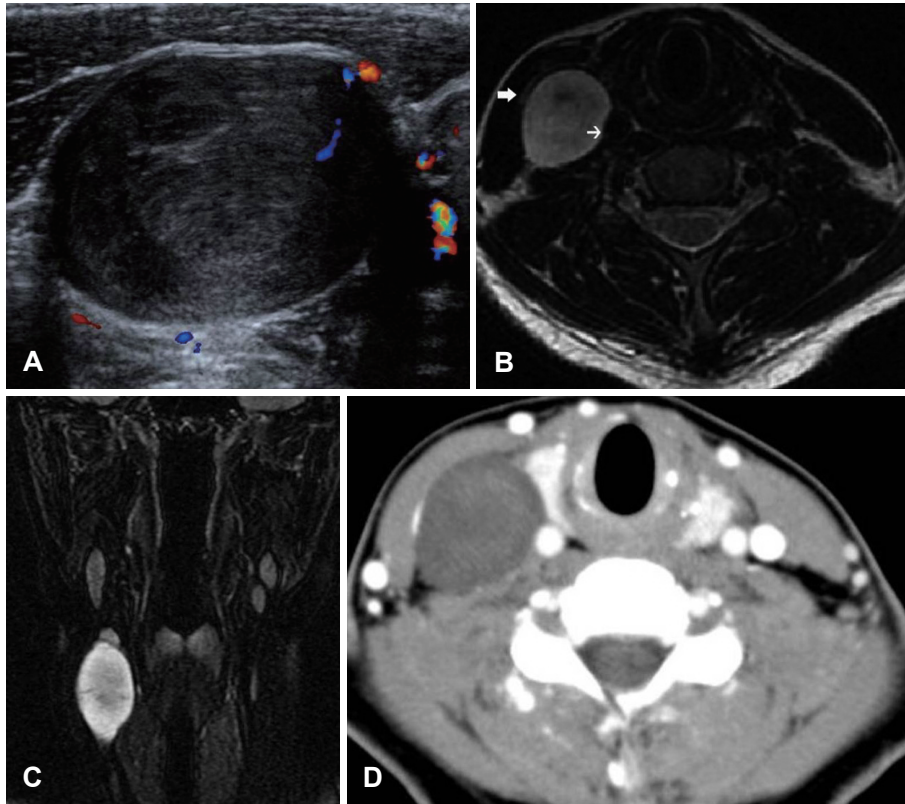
Preoperative images. About 2.4 × 1.8 × 3.8 cm-sized well circumscribed mass shows heterogenous echogenicity and minimal internal vascularity on ultrasonography (A). On the T1-weighted axial image, the mass shows an intermediate signal intensity. The mass is located between internal jugular vein (broad arrow) and common carotid artery (arrow) (B). On the T1-weighted coronal image, the mass shows high signal intensity (C). A contrast-enhanced computed tomographic examination demonstrates a well-circumscribed and enlarged mass, measuring 3.2 × 2.7 × 4.9 cm (D).
